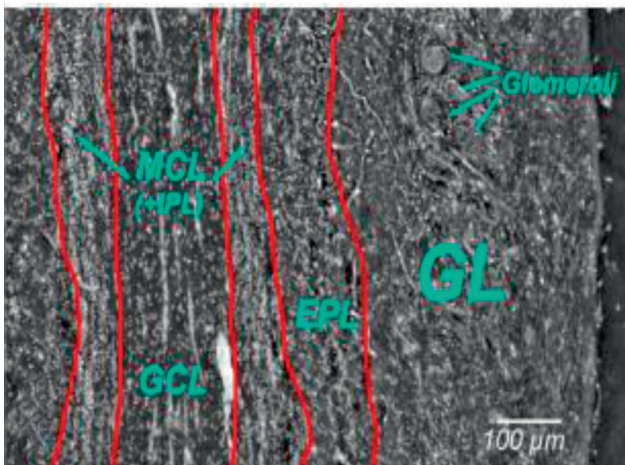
Рентгенологическое изображение слоев обонятельной луковицы [30]: GL — клубочковый слой; EPL — наружный плексиформный (сетевидный) слой; MCL — внутренний плексиформный (сетевидный) слой; IPL — слой митральных клеток; GCL — слой гранулярных клеток (зернистый)
